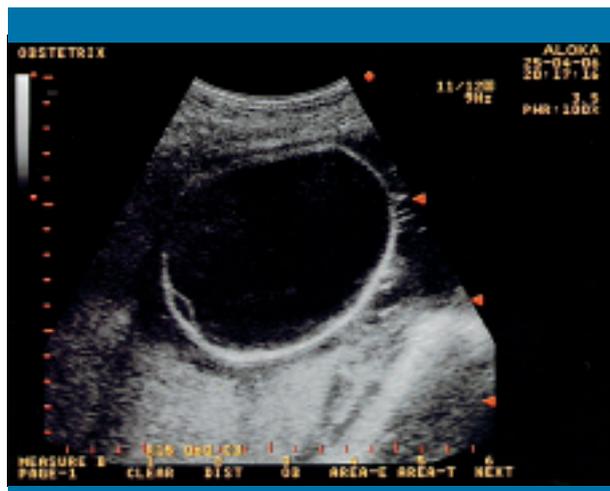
Ecografía realizada a las 34 semanas, que muestra una tumoración en el cuello lateral izquierdo
